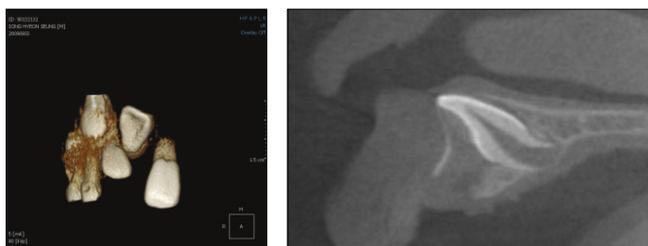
Dental Cone Beam CT view after 8 months.
